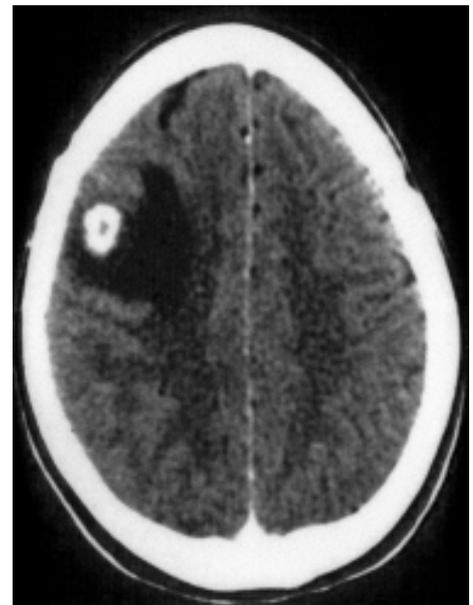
TC do crânio-encéfalo (com contraste).
